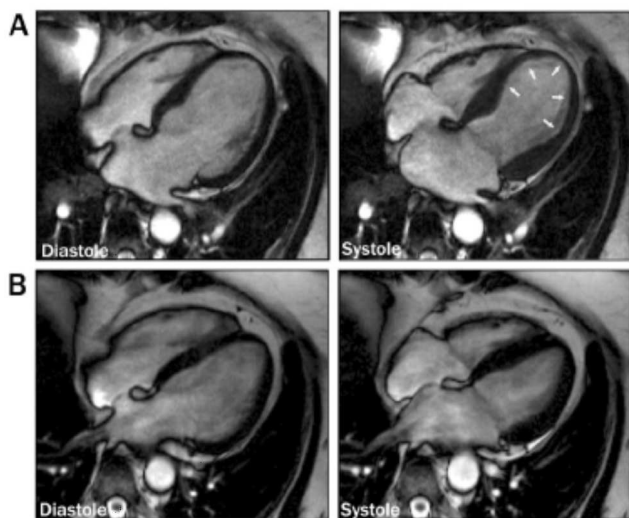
RMN cardíaca. A) Baloneamiento apical. B) Realce tardío de gadolinio negativo
